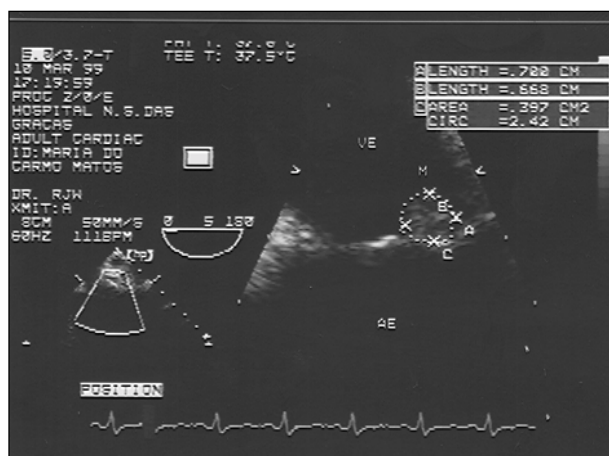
Ecocardiograma transesofágico em zoom demonstrando as medidas do fibroelastoma.
